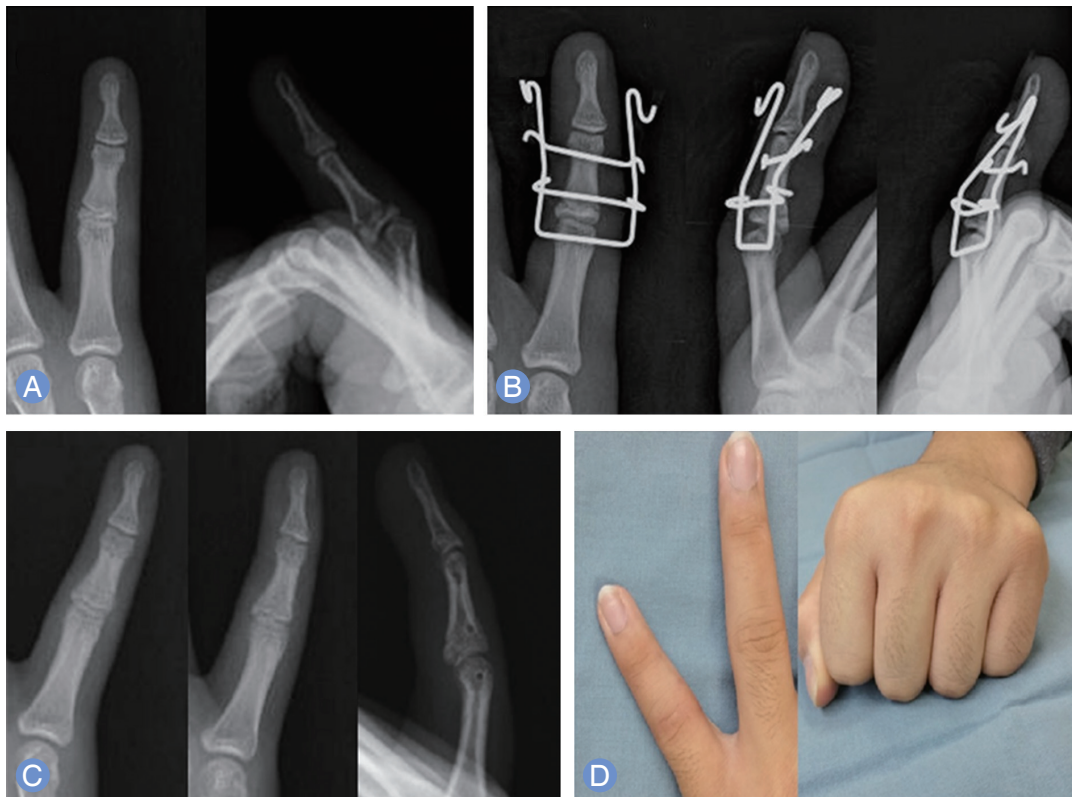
(A) A preoperative anterior-posterior (AP), lateral radiograph of a 15-year-old male patient shows an transverse-intra-articular fracture and dislocation on proximal interphalangeal joint of the 5th finger. (B) Immediate postoperative AP, lateral and oblique radiograph of patient. He was applied by an external dynamic device. (C) His devices were removed after 4 weeks. (D) Flexion and extension photographs of the patient.
